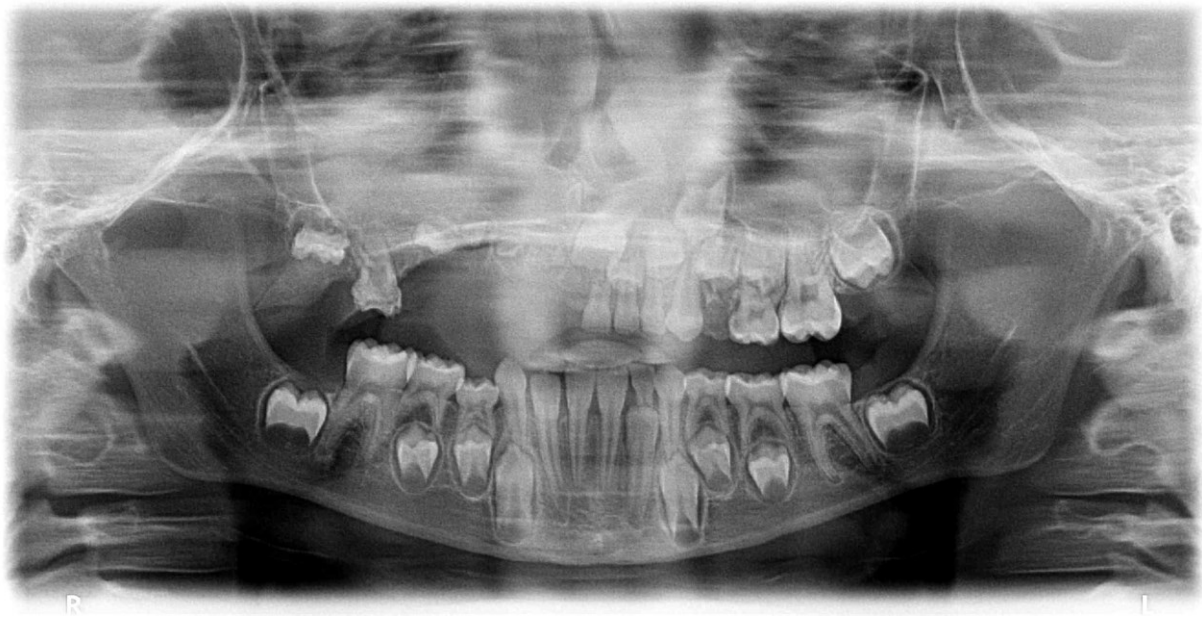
Orthopantomogramm des Patienten im Alter von sieben Jahren und sieben Monaten (zehn Monate nach OPG in Abb.7). Die Entwicklung der Frontzähne ist durch die Überlagerung der Wirbelsäule nicht exakt zu beurteilen. Eine voranschreitende Wurzelbildung von 16 ist zu erkennen. Genauso wie das Fortschreiten der Mineralisation von 14, 16 und 17. Eine Verkleinerung des Pulpenkavums von 16 ist eingetreten. Weiterhin ist die okklusale Zahnwanderung von 14, 16 und 17 zu beobachten.
